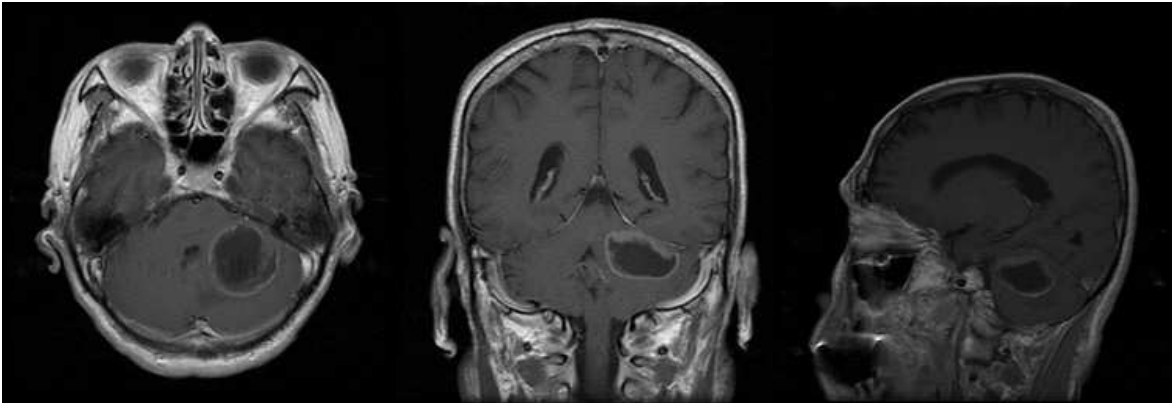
Preoperative brain MRI of the case of Small Cell Lung Ca metastasis; The patient was 70 years old man. He had complain about sudden left side weakness and headache and dizziness. His preoperative KPS was evaluated as 70 points. He had no other medical history. A 3*4cm sized mass lesion is noted in left cerebellum with enhanced tumor capsule.
